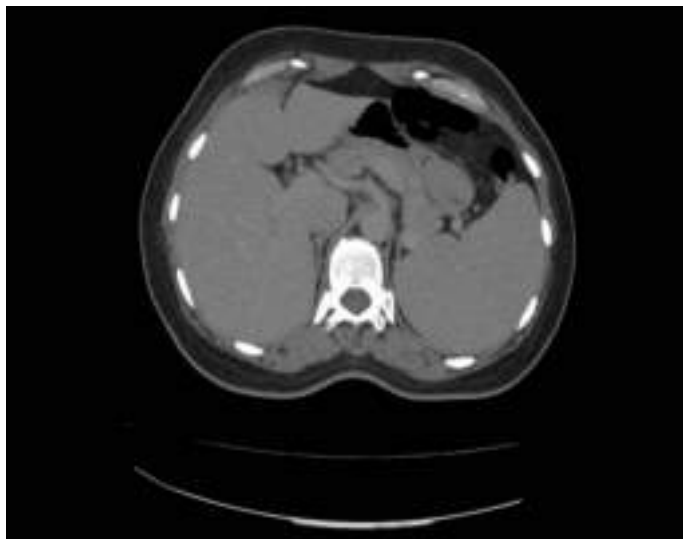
TAC: Esplenomegalia.
